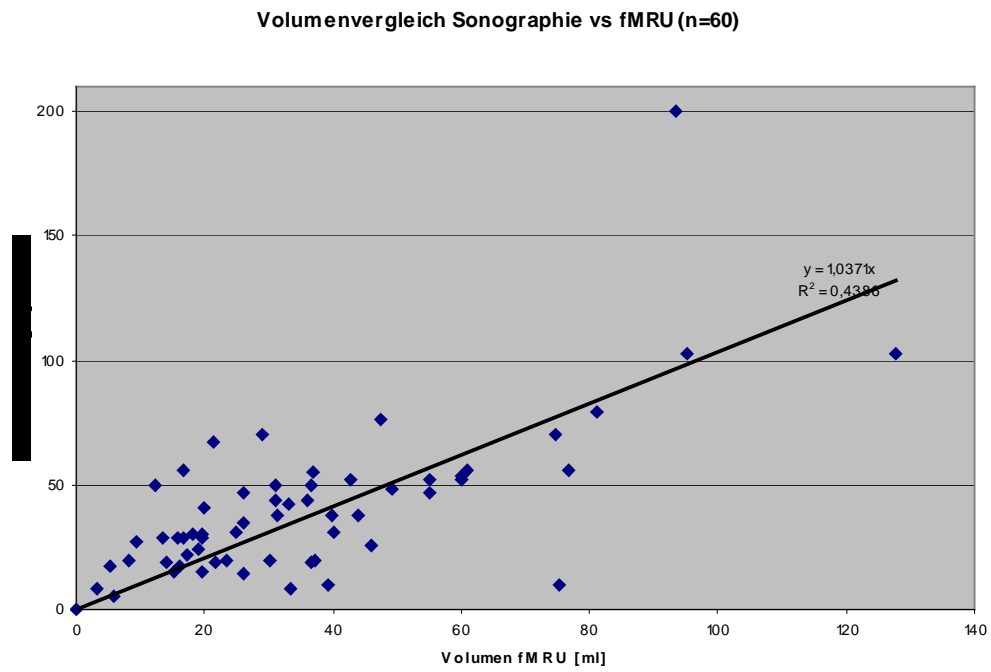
x-y-Plot Volumenbestimmung sonographisch versus Segmentation
